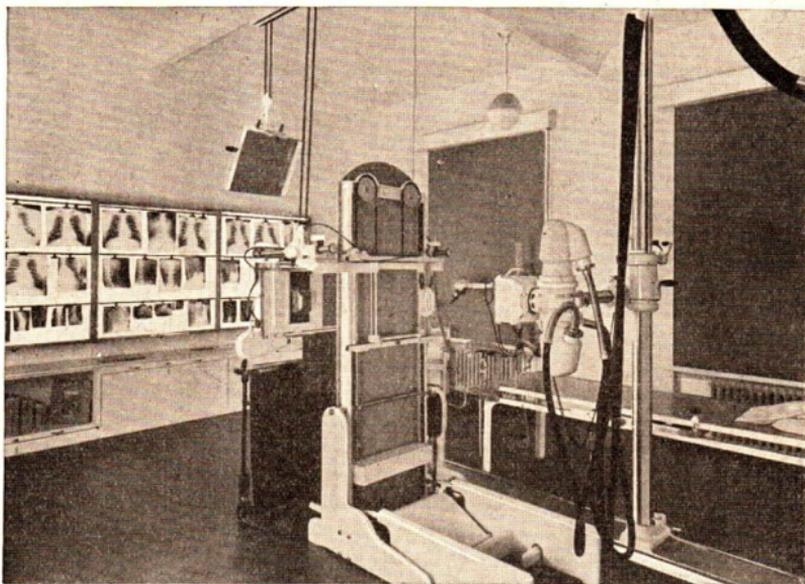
Röntgenuntersuchungsraum
